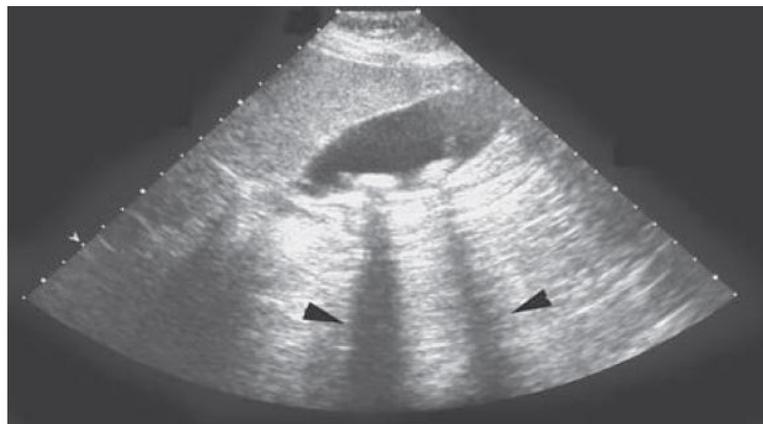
Ecografía de la vesícula biliar. Las flechas indican las sombras acústicas de cálculos en la vesícula biliar.
